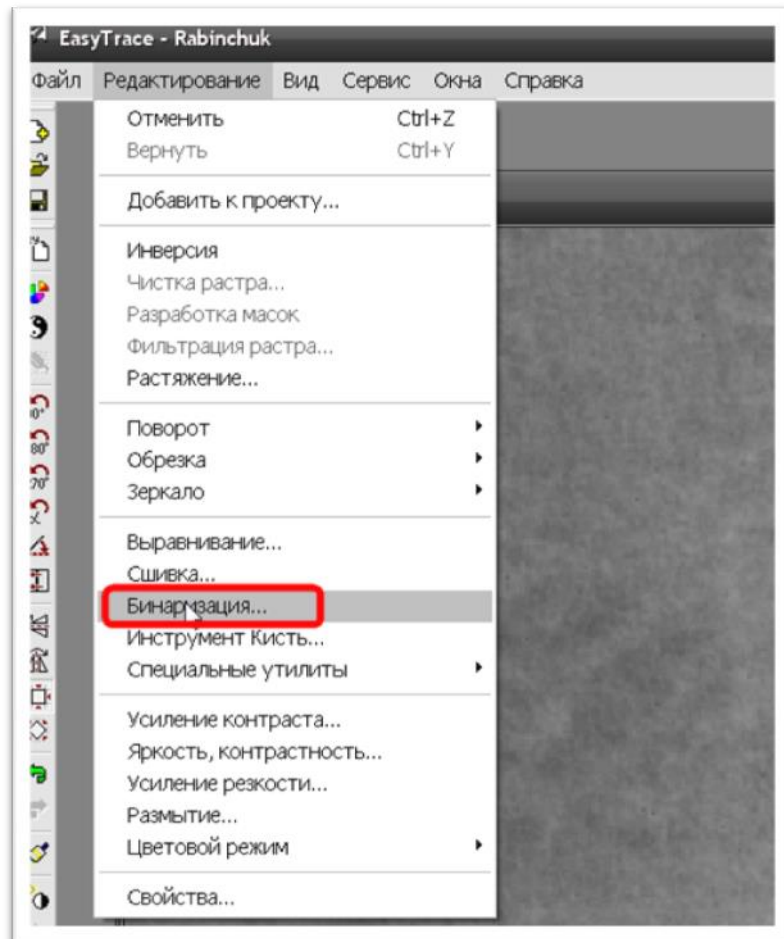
Бінаризація фрагменту ортопантомограми у векторизаторі EasyTrace.
